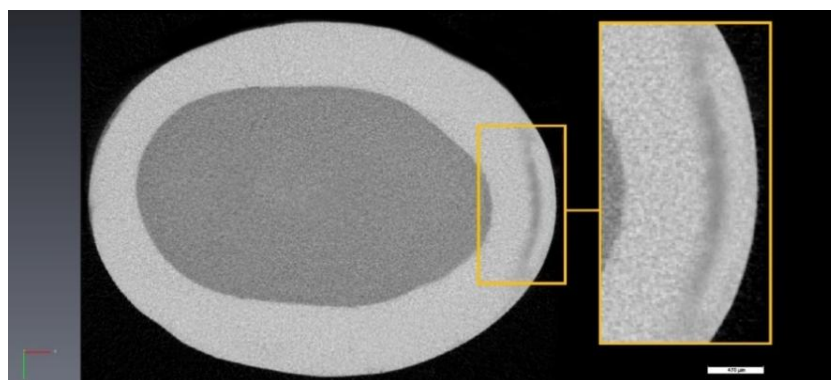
Аксиальная томограмма 2.4d с участком непроинфильтрированной ЖТК деминерализованной эмали: максимальная глубина очага – 470,0 мкм; проинфильтрированной эмали – 320,0 мкм; зона непроинфильтрированной эмали толщиной 150,6 мкм.
